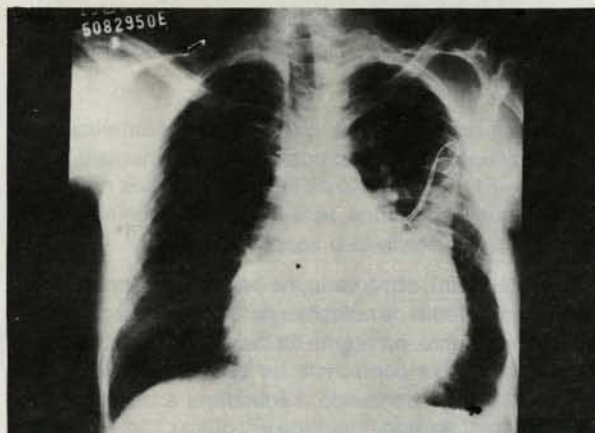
Radiografia do tórax no pós-operatório tardio da cardiomioplastia.
